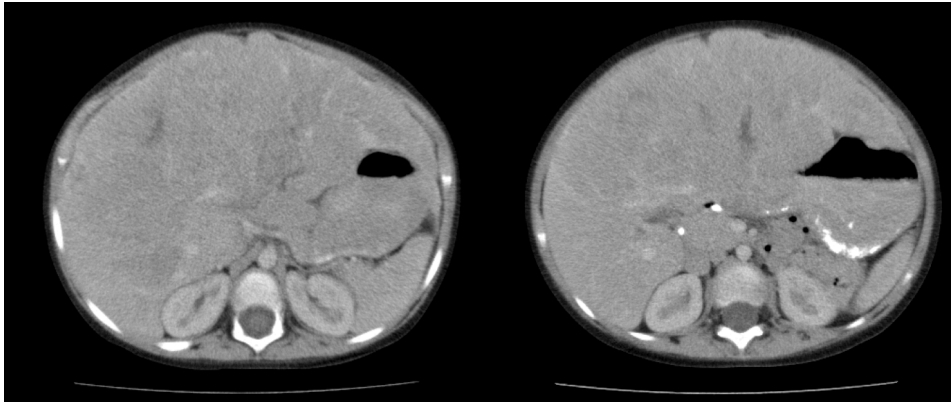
A y B. Cortes axiales de TAC con contraste que muestran compromiso de los segmentos medial y lateral del lóbulo izquierdo y segmentos anterior y posterior del lóbulo derecho; 13C y 13D: cortes coronal y sagital que demuestran las lesiones multinodulares. En ambos lóbulos hepáticos por lesión de aspecto multinodular con áreas hipodensas centrales sin calcificaciones; además, se observa compromiso de la vena cava intrahepática y de la porta derecha, por lo que se asignó PRETEXT 4. Además, se observa la presencia de ascitis.
